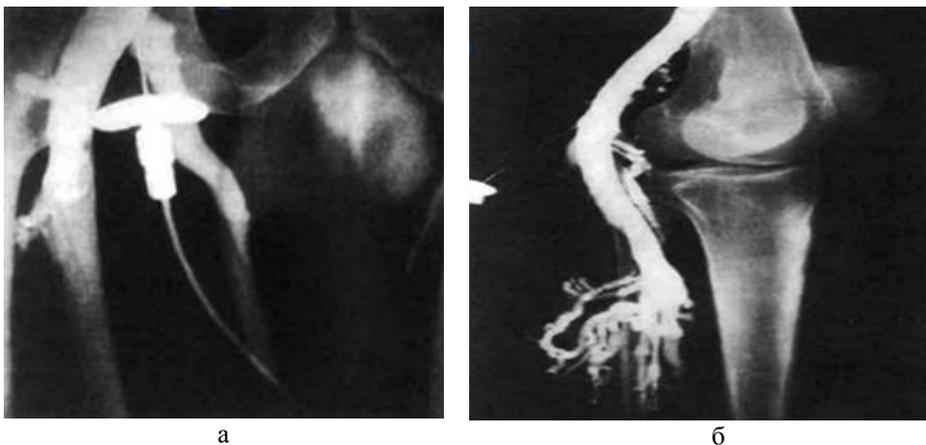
Рентгеноконтрастная флебография. Признаки полной клапанной недостаточности: а – бедренной и большой подкожной вен, б – подколенной и глубоких вен голени
